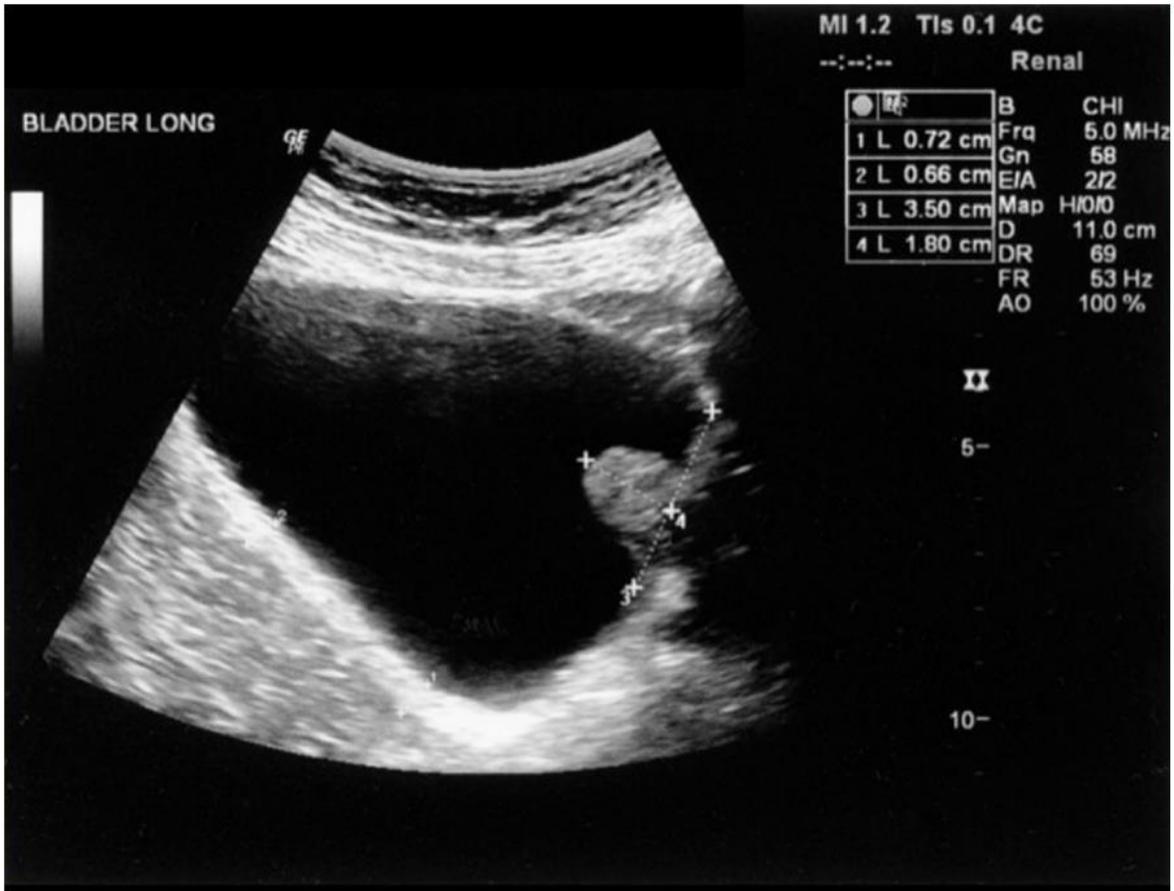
Evaluación de la protrusión prostática mediante ultrasonido. Tomada de *Lee et al.*<sup>(28)</sup>
